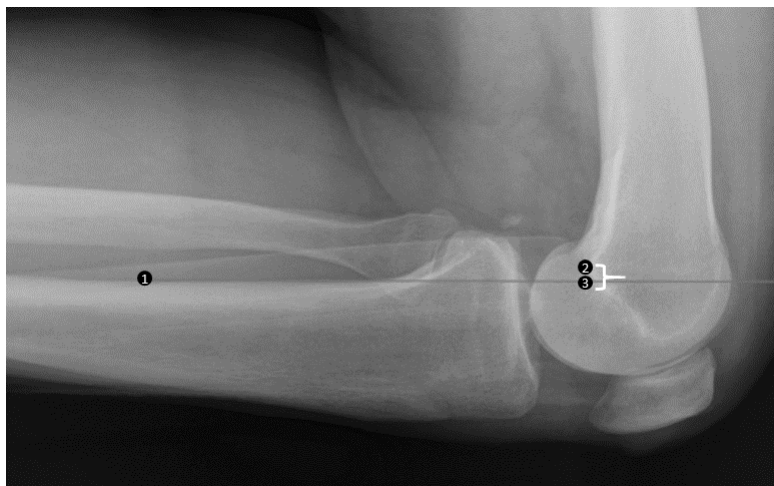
Стресс-рентгенограмма левого КС в боковой проекции (1. задний кортикал большеберцовой кости на 15 см ниже плато, 2. точка прохождения горизонтальной линии от первой метки, 3. верхняя точка линии Блюменсаата) [55]
